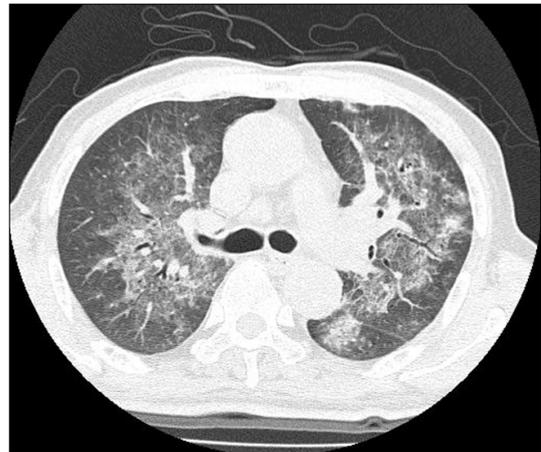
Chest computed tomography on admission. The bilateral perihilar ground glass opacities with increased interstitial markings were showed.
